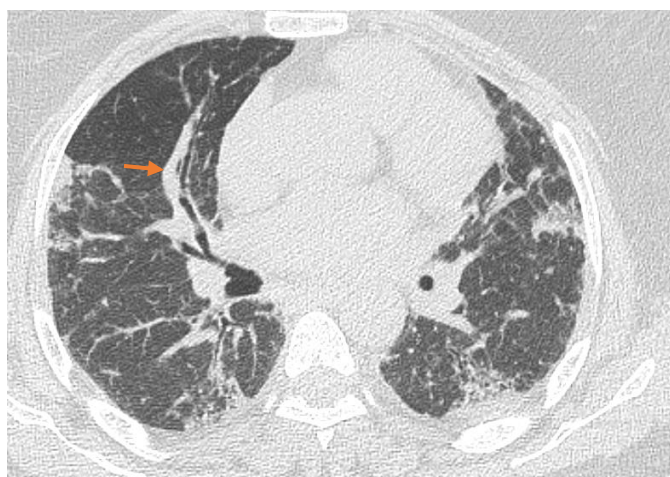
TDM thoracique en coupe axiale montre un épaississement diffus des lignes septales, non septales et péri bronchovasculaires (flèche orange).
